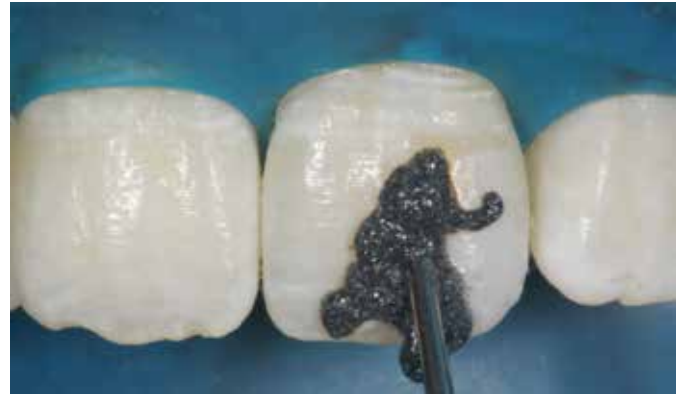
Aplicação do gel (Whiteness RM) sobre as manchas no esmalte dental.
